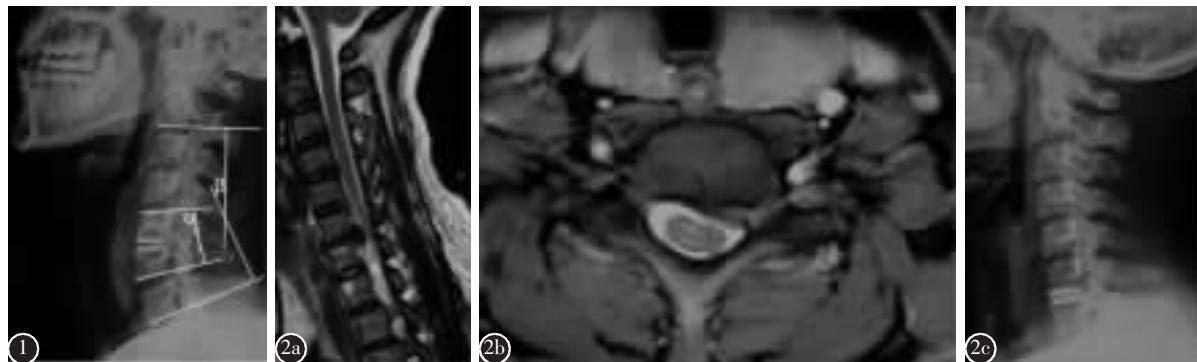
脊柱功能单位角(α)为手术节段上位椎体上缘与下位椎体下缘连线的夹角; 颈椎整体曲度角(β)为C2椎体下缘和C7椎体下缘连线的夹角 图2 术前颈椎矢状T2像(a)及轴位T2像(b)提示C5/6椎间盘突出, 颈髓相应节段受压 c 术后2年颈椎侧位X线片示Discover人工椎间盘在位良好, 无移位及沉陷
